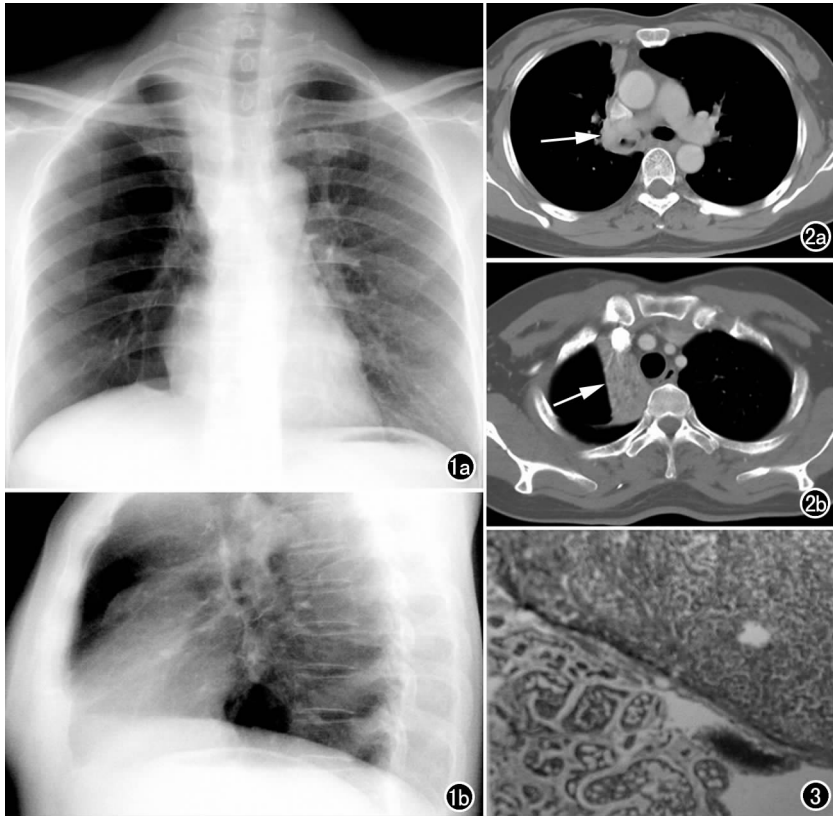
X 线片示右侧肺尖大片均匀密度增高影, 右上纵隔增宽。a) 正位片; b) 侧位片。图 2 CT 增强扫描。a) 右肺上叶不规则软组织肿块影(箭), 界清, 病变明显强化, 其内可见多个小的圆形更低密度影; b) 示右上肺不张(箭)。图 3 瘤细胞团中细胞排列成筛状小囊, 囊壁为单层肌上皮样细胞, 内含嗜酸性丝状物, 细胞松散, 核周有透明晕, 核深染, 异型性明显。
